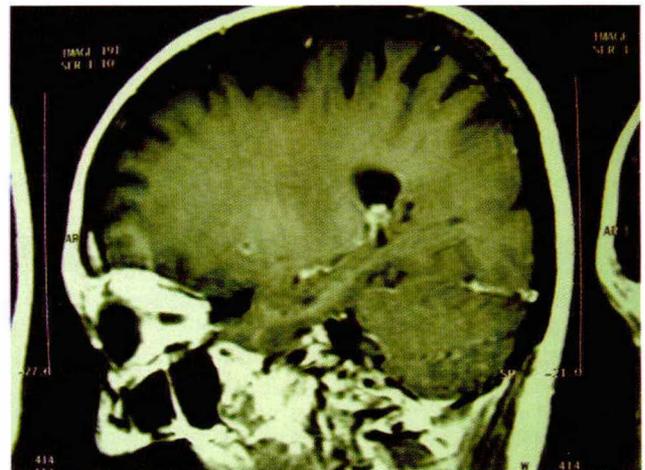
Resonancia magnética de cráneo: malformaciones venosas en el núcleo lenticular derecho.
